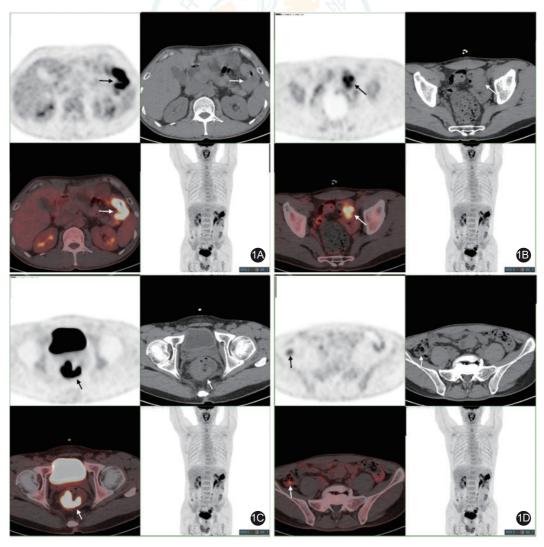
PET-CT图像 1A、1B、1C、1D依次代表结肠脾曲、乙状结肠、直肠、升结肠氟代脱氧葡萄糖代谢异常升高病灶
